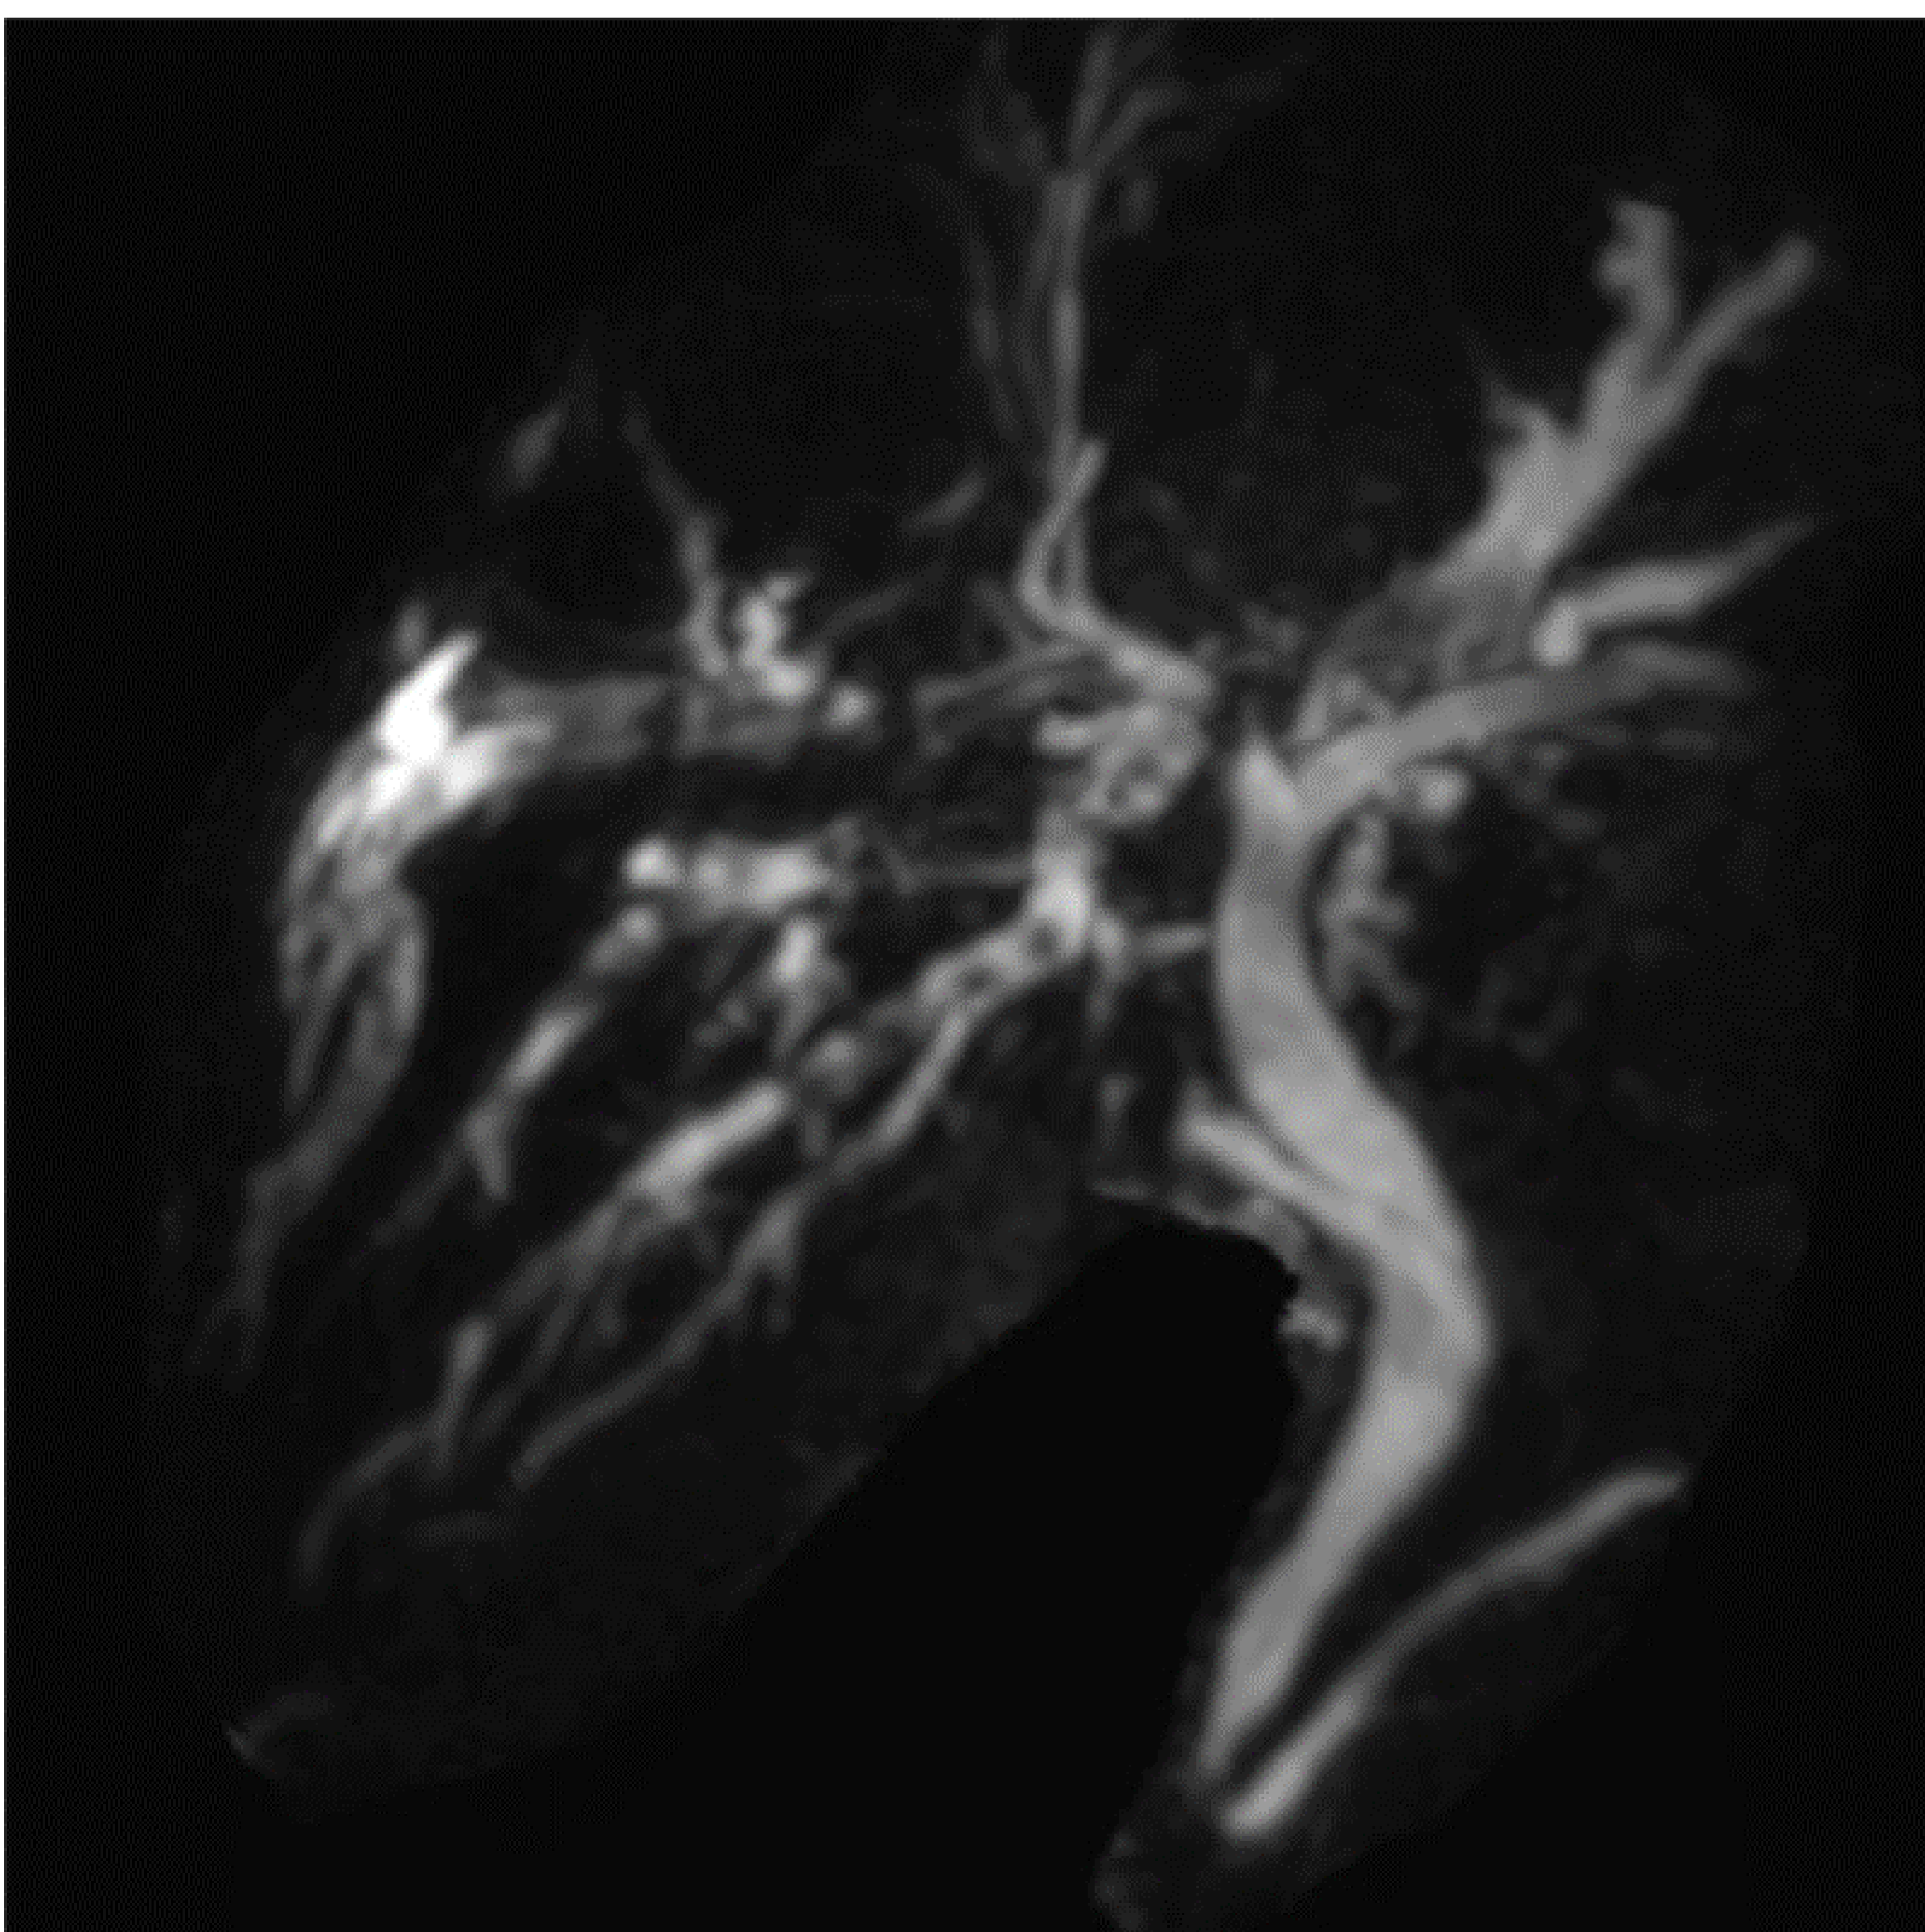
Reconstrucción 3D de colangiopancreatografía por RM en la que se observa dilatación de ductos biliares intrahepáticos derechos con múltiples hepatolitiasis.
